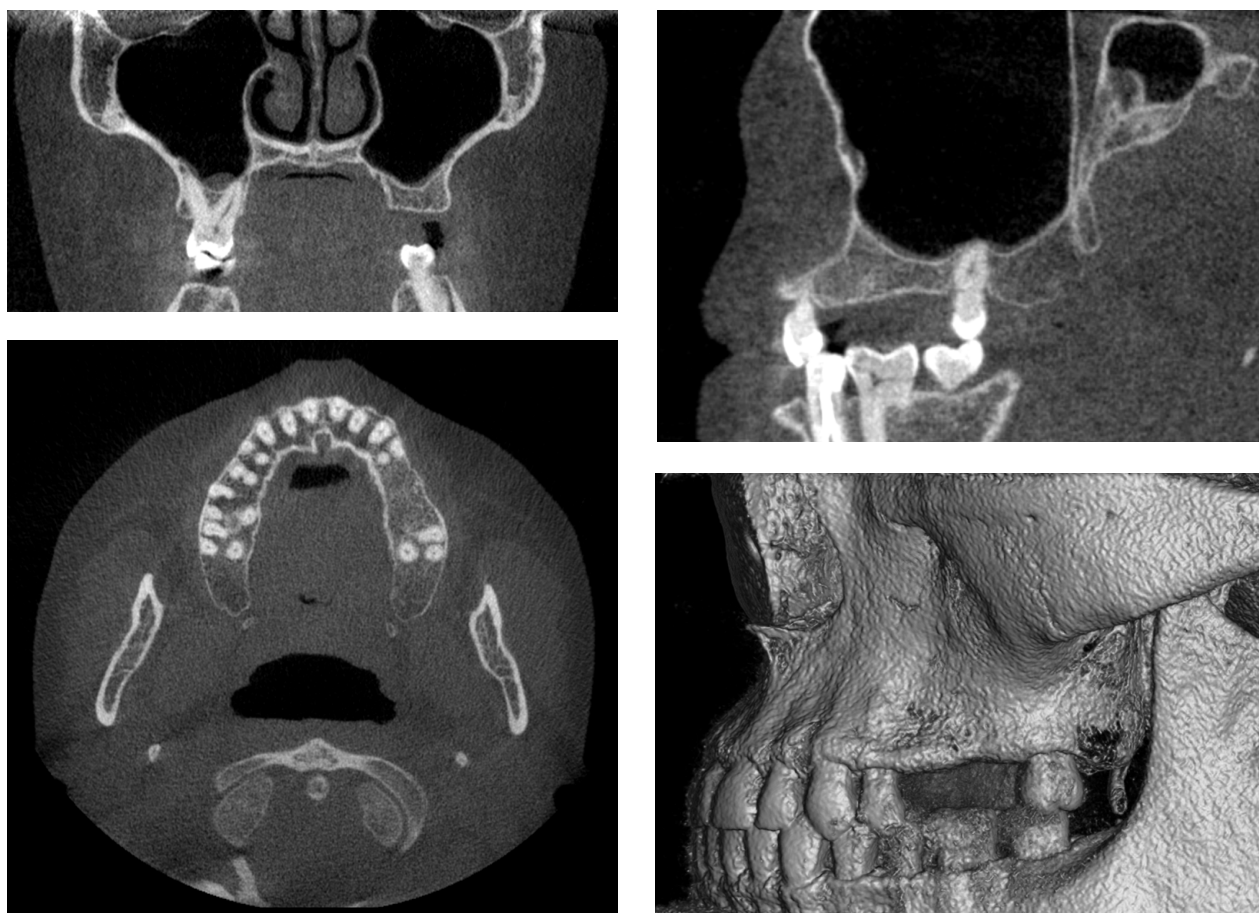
CBCT-scanning i forbindelse med behandlingsplanlægning før implantatindsættelse i den bagerste del af overkæben i venstre side. A. Koronalt CBCT-scannings-snit visende den vertikale knoglehøjde af processus alveolaris og udstrækningen af sinus maxillaris uden patologiske forandringer. B. Aksialt CBCT-scannings-snit visende bredden af processus alveolaris. C. Sagittalt CBCT-scannings-snit visende den vertikale højde af processus alveolaris. D. Tredimensionel rekonstruktion visende den anatomiske udstrækning af processus alveolaris.
